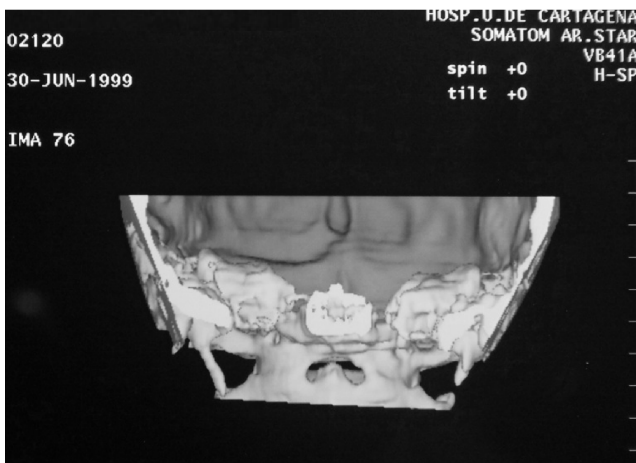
Tomografía 3D posquirúrgica.
